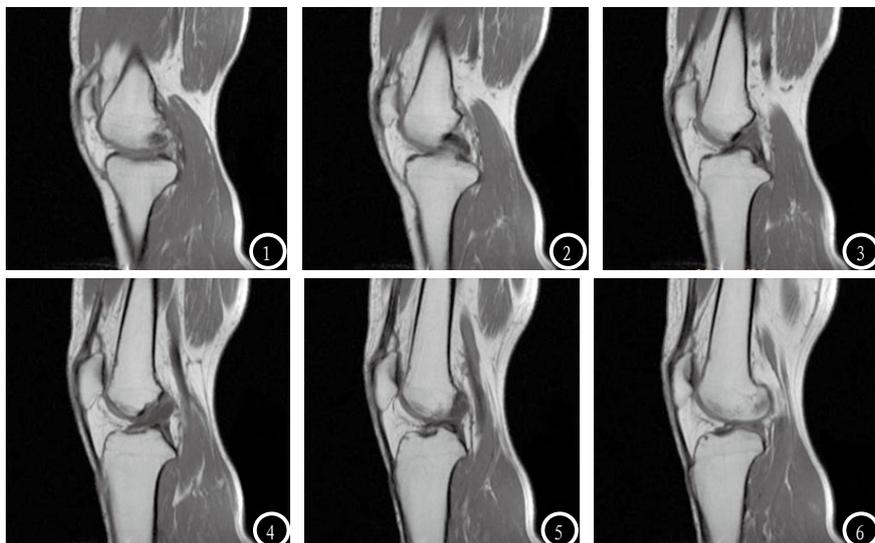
MRI显示前交叉韧带信号明显增强,在MRI矢状位上,以低信号为主,信号不均匀,前角或后角实质内存在线形或不规则的高信号。
